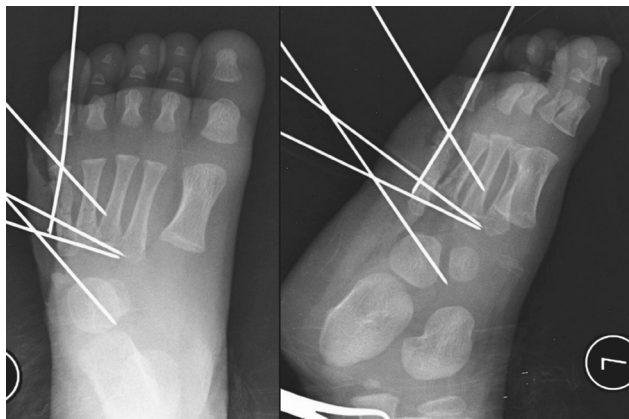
Послеоперационные рентгенограммы стопы (А – прямая; Б – боковая проекции)
